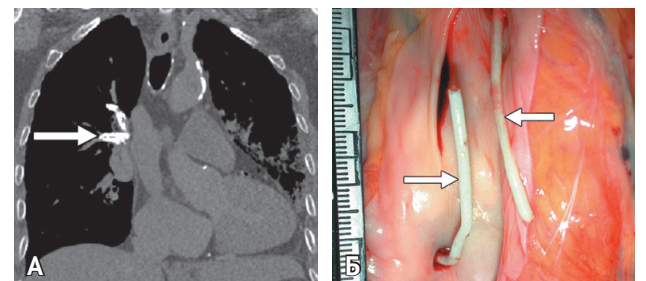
Эмболия легочной артерии костным цементом (полиметилметакрилат) как осложнение вертебропластики: А — мультиспиральная компьютерная томография грудной клетки. Стрелкой указано инородное тело (костный цемент) в правой легочной артерии; Б — тот же случай. Аутопсия. Костный цемент в нижней полой вене (указан стрелками). Материал попал в нижнюю полой вену из поясничных вен во время вертебропластики
